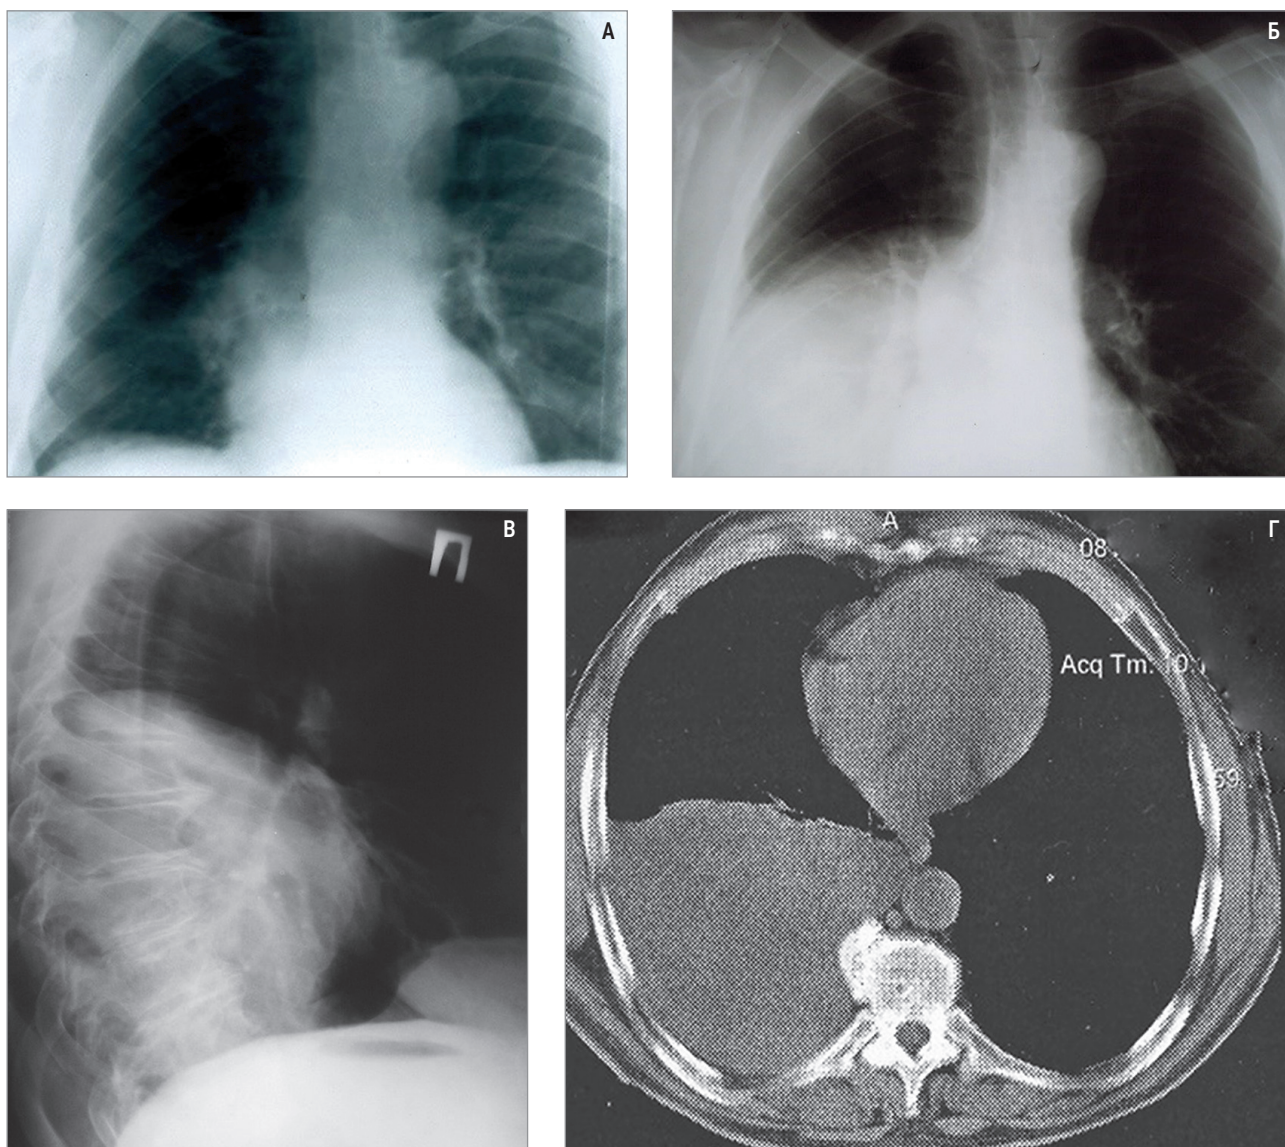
Солитарная фиброзная опухоль плевры у пациента 65 лет; злокачественный вариант: А – рентгенограмма органов грудной полости при первом обследовании; Б – рентгенограмма органов грудной полости через 13 мес. после первого обследования в прямой проекции; В – в боковой проекции; Г – мультиспиральная компьютерная томография через 13 мес. после первого обследования
